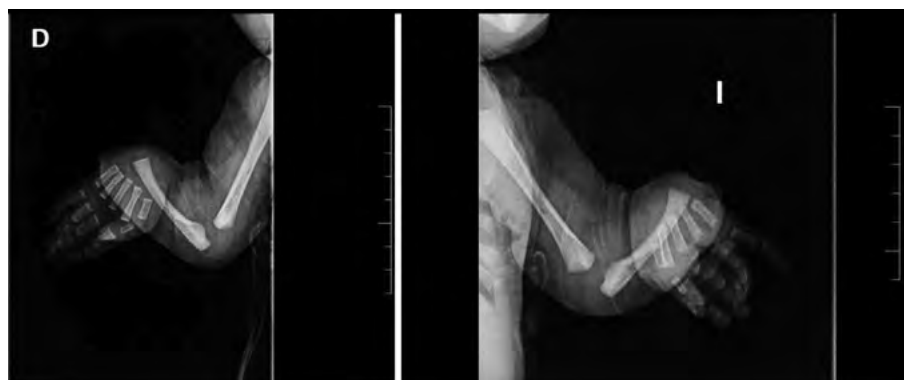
Radiografía simple de ambas EESS. Agenesia de radio derecha e izquierda.
